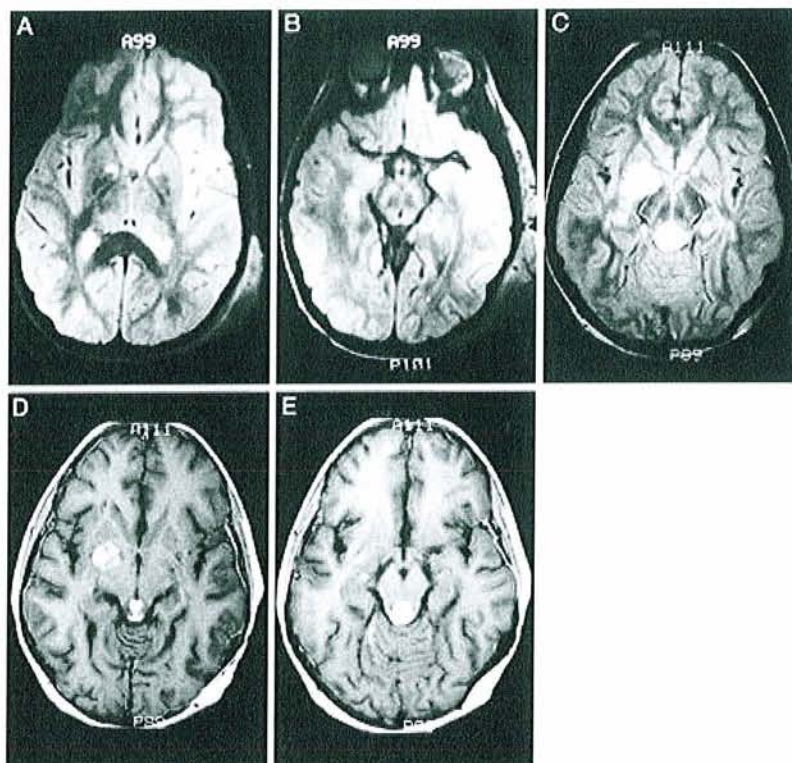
IRM pondération T2 ; évolution dans le temps de UBO situés dans le globus pallidum. Notez le neurofibrome plexiforme du scalp (A & B) in « Neurofibromatosis Bright Objects in Children With Neurofibromatosis Type 1: A Proliferative Potential? » Griffiths Pediatrics, 1999.)
